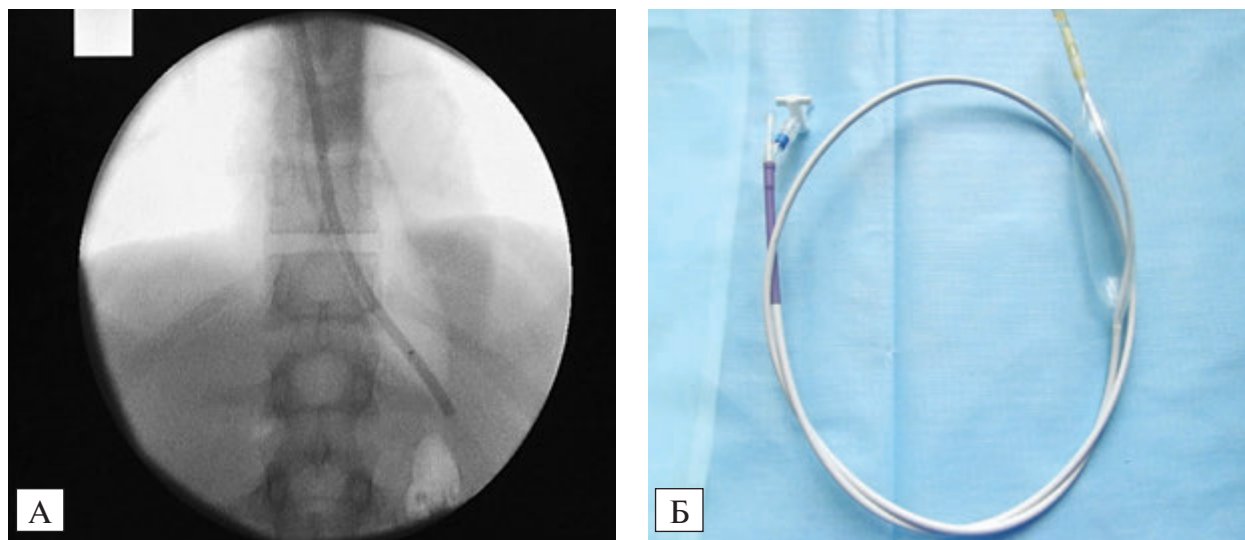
Баллон для дилатації ахалазії серця: А — проведення баллонної ПКД під рентген-контролем (на екрані візуалізується встановлений в області звуженої частини шлунку, наповнений повітрям баллон з проксимальною і дистальною мітками, розташованими вище і нижче рівня діафрагми); Б — баллон G-Flex (Бельгія) діаметром 35 мм з «адаптованим наконечником»
